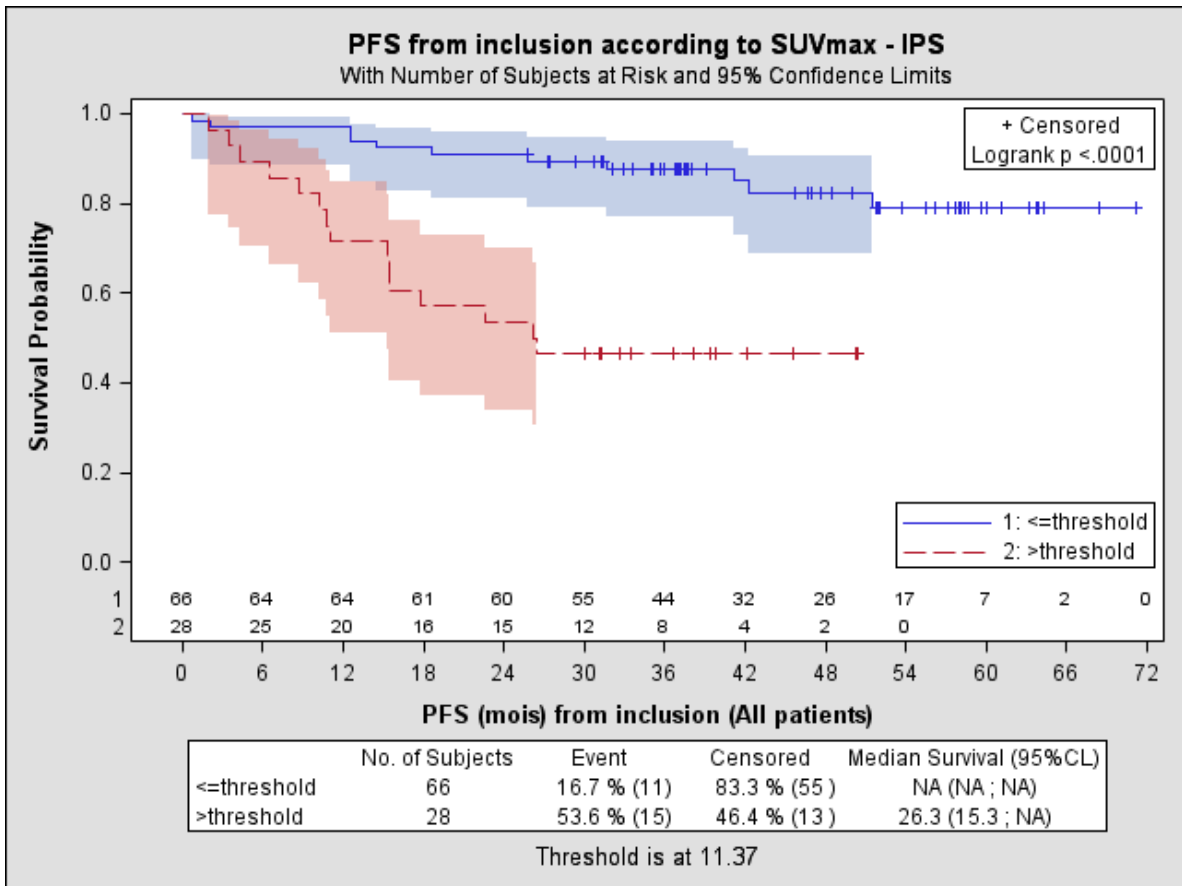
Représentation de la survie sans évènement selon la SUVmax avec un seuil à 11.4
